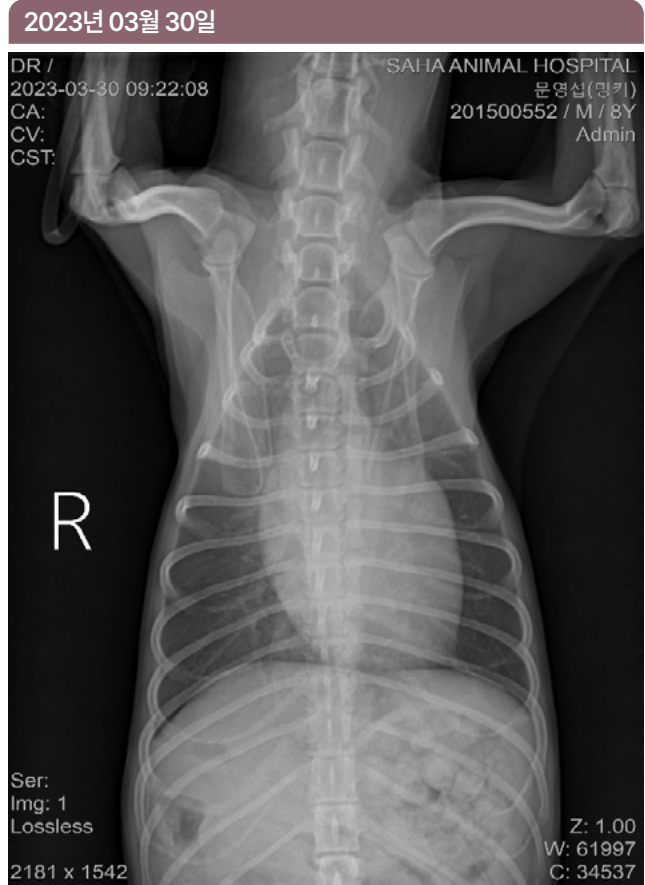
> 2023년 03월 30일 방사선체크
